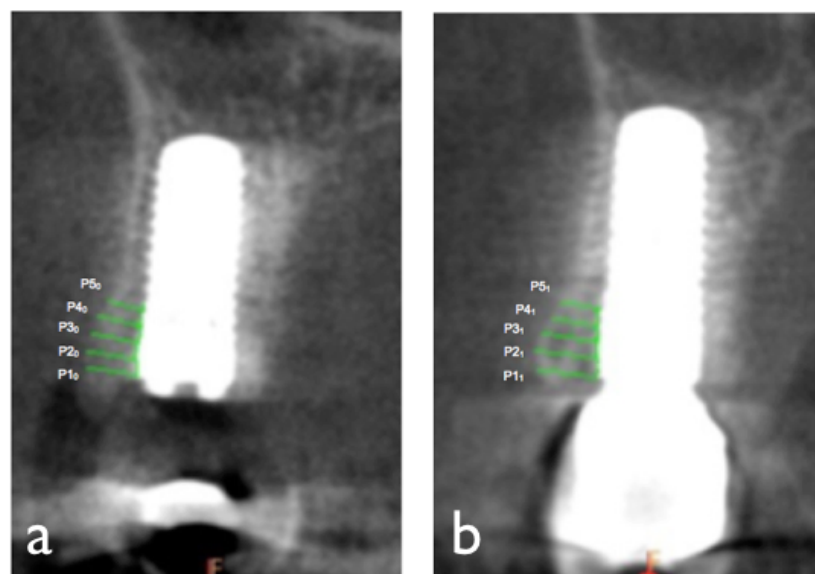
5 mediciones horizontales realizadas en el CBCT después de la colocación del implante inmediato (a). 5 mediciones horizontales en el CBCT 12 meses después de la colocación del implante (b). Radiografías correspondientes al implante 5 del estudio.
